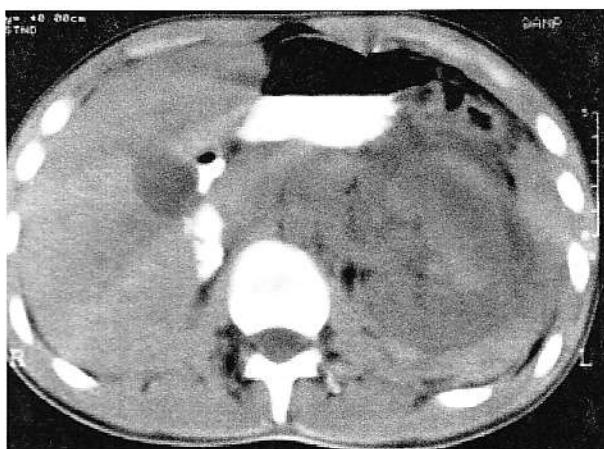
Explorarea CT a loiei renale evidențiază agenezie renală dreaptă și un rinichi stâng contuzionat cu aspect neomogen, prezentând multiple imagini hiperdense.
